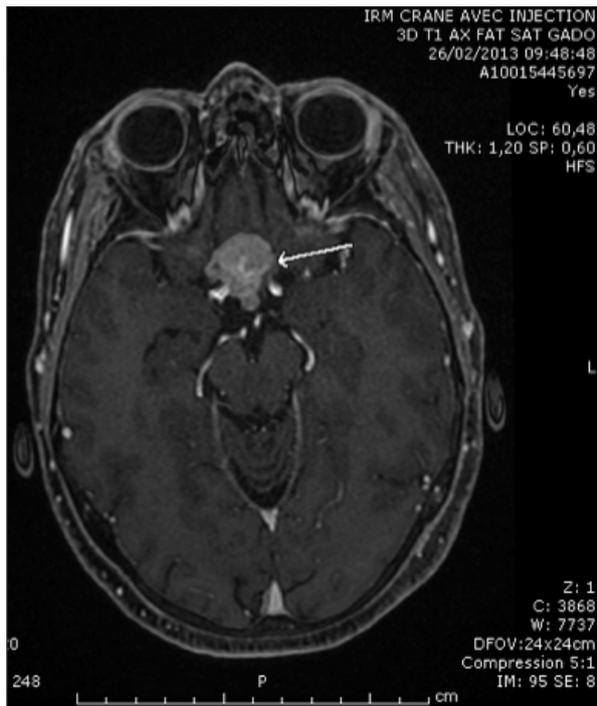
IRM cérébrale avec injection de gadolinium en séquence T1 : coupe axiale passant par l'hypophyse.
